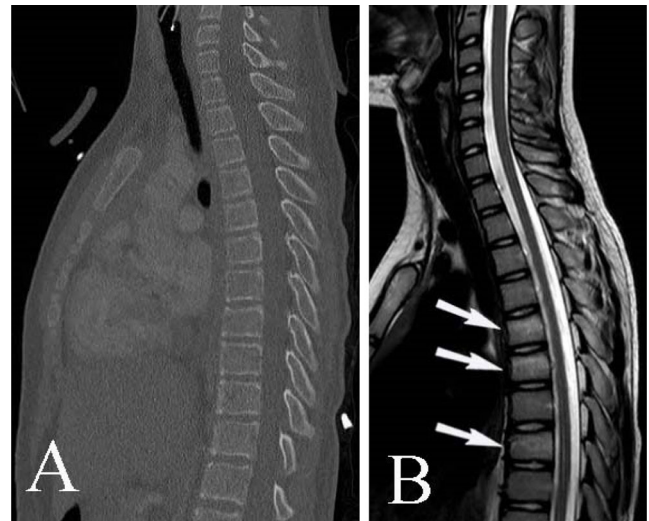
Patient de 13 ans renversé par une voiture. Le scanner du rachis en coupe sagittale (A) ne montre aucune anomalie. L'IRM T2 (B) retrouve un tassement vertébral de T8 et un hypersignal des corps vertébraux de T5, T6, T8 (flèches), témoignant d'une contusion osseuse associée
